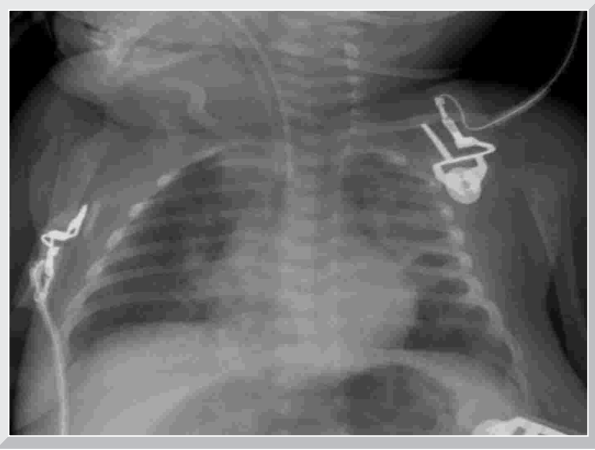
Radiografía de paciente con apnea por MPVh
